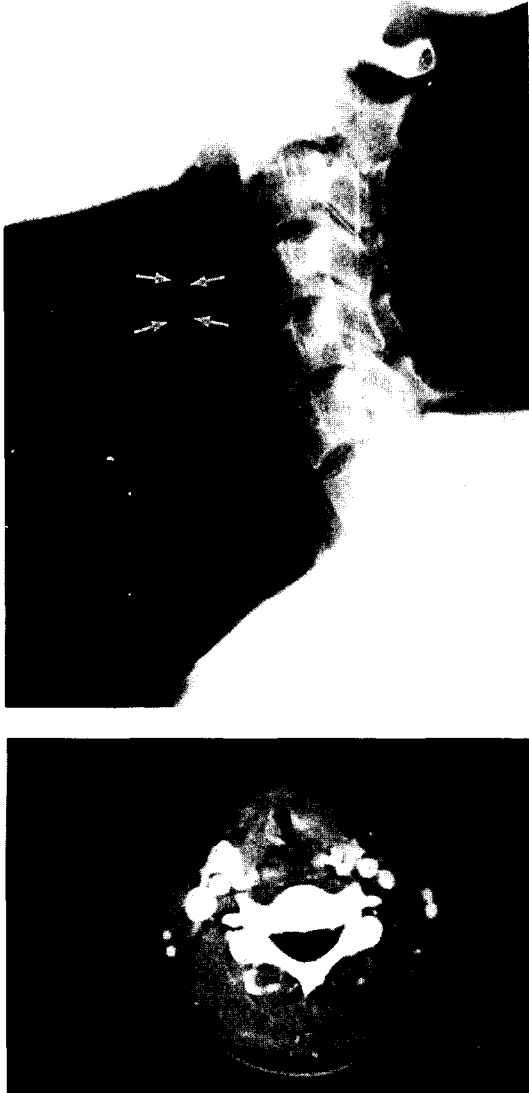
Case 2. Above. Air-tracheogram reveals obscurely glottic and subglottic stenosis(arrows). Below left. Axial 2D CT image obtained at the level of vocal cord reveals posterior glottic stenosis(arrows). Below right Oblique 3D CT reconstruction shows glottic and subglottic stenosis(arrows). V=vallecula, PS=pyriform sinus, T=trachea.
